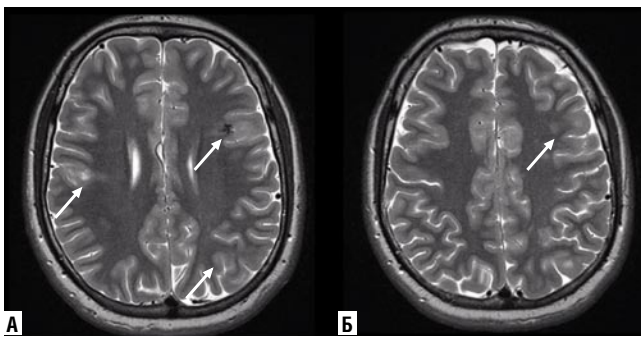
МРТ головного мозга. Аксиальные T2. Стрелками указаны множественные «туберы»
